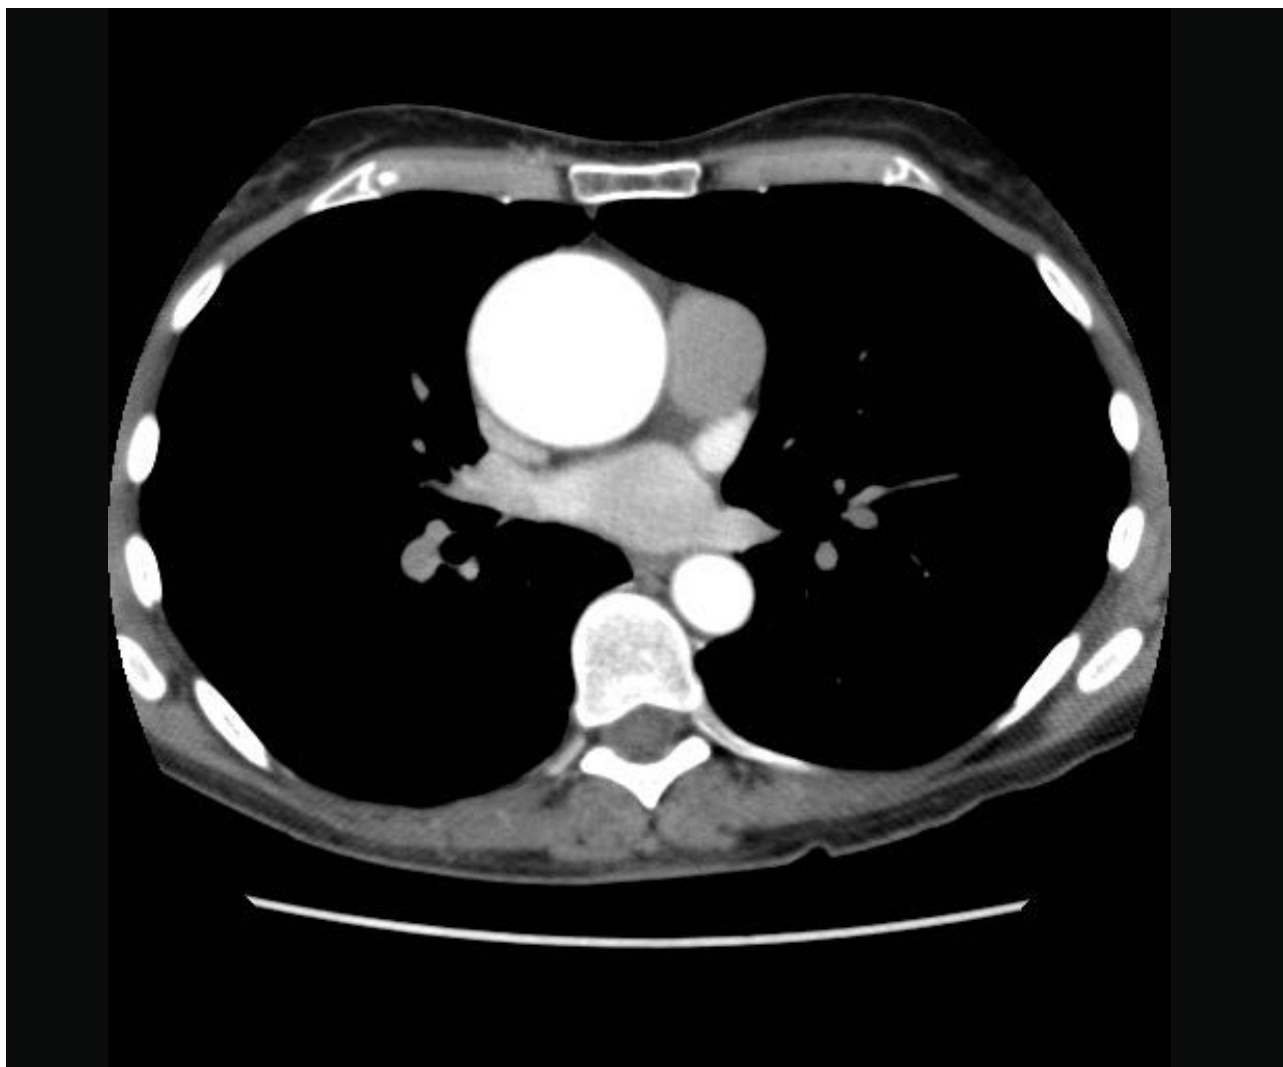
Immagini TC con ricostruzione 3D di aneurisma dell'aorta toracica ascendente in paziente con bicuspidia aortica.
